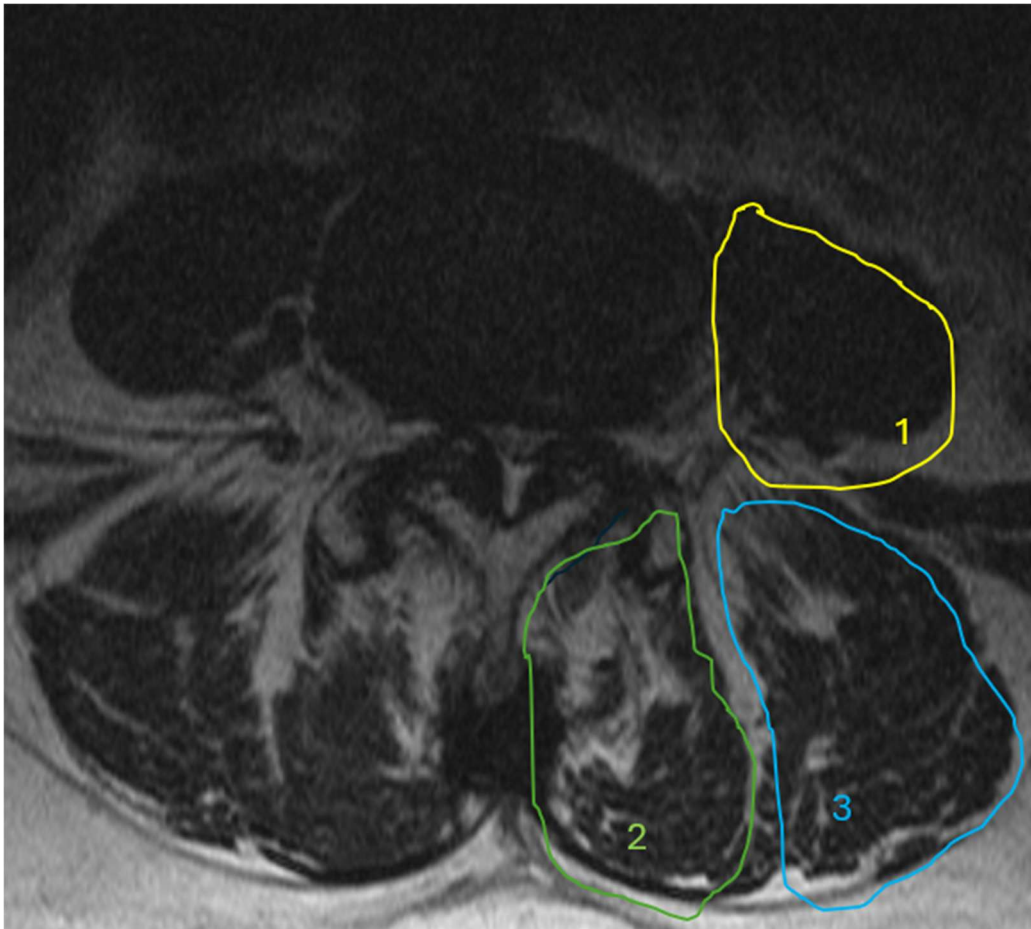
Axialer MRT-Schnitt bei degenerativer Spondylolisthese mit Markierung des M. psoas (1), des M. multifidus (2) sowie des M. erector spinae (3).
